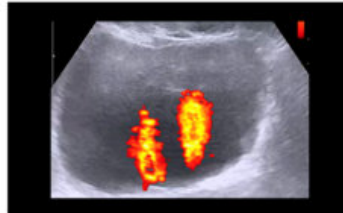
Simultaneous bilateral ureteral jets at power Doppler
